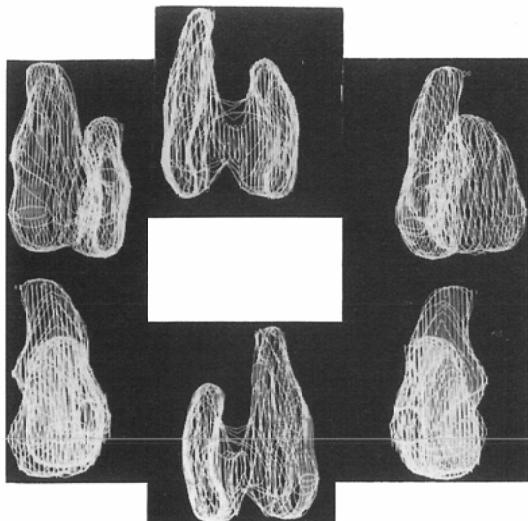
Reconstructed image from CT image
